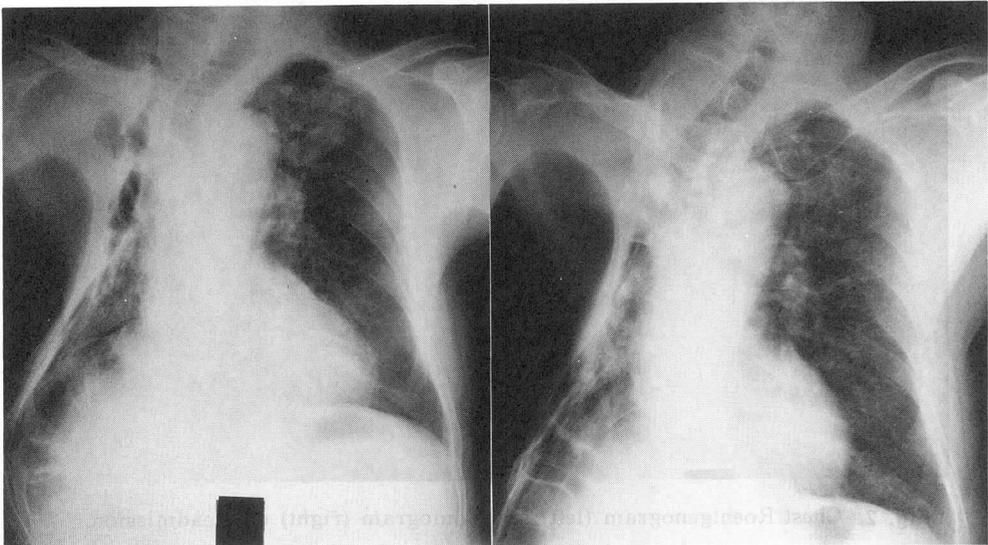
Chest Roentgenograms on March 3, 1981 (left) and December 26, 1987 (right).
